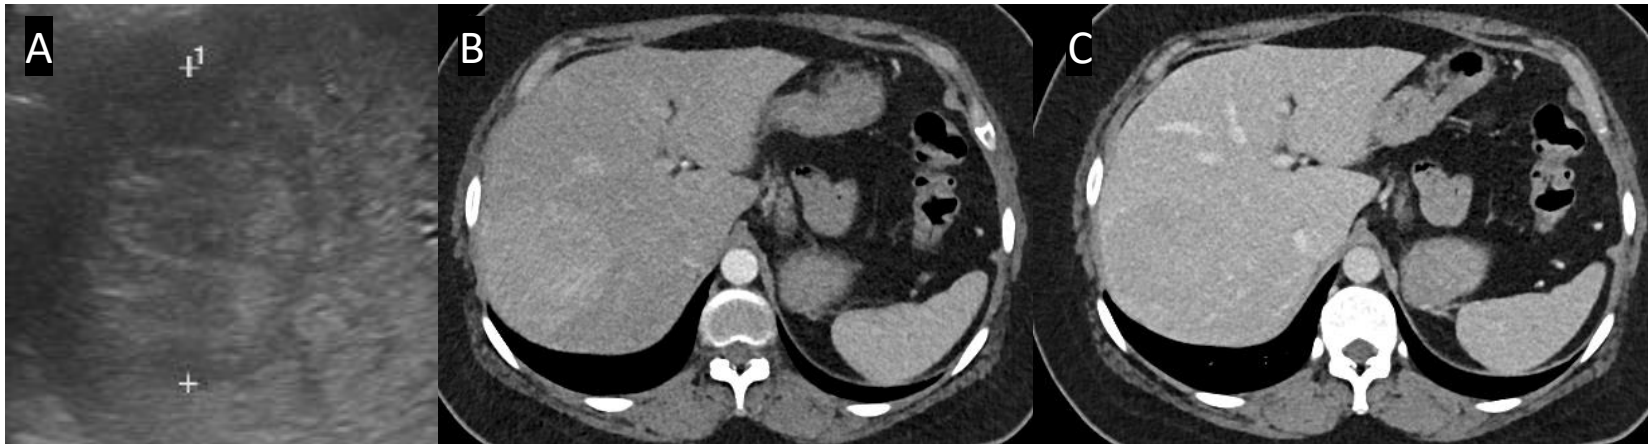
A: Ecografía hepática con lesión isoecoica con halo hipoecoico en segmento VII. B y C: TC de abdomen con contraste, fase arterial y portal. Lesión hiperdensa en fase arterial e isodensa en fase venosa.
